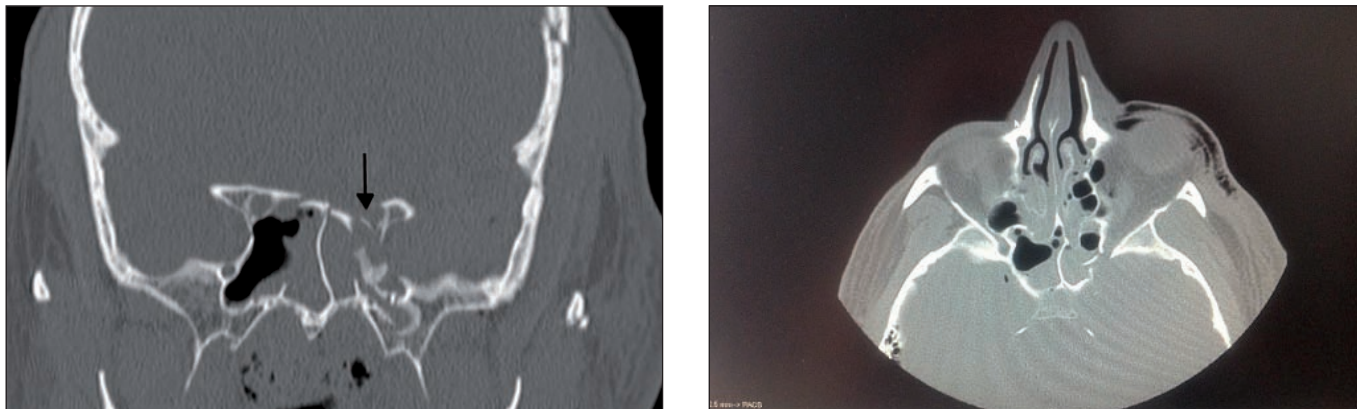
TAC del caso 1 en Urgencias. Fractura esfenoidal que compromete el orificio y el nervio óptico desembocando en un Síndrome del Ápex Orbitario.
